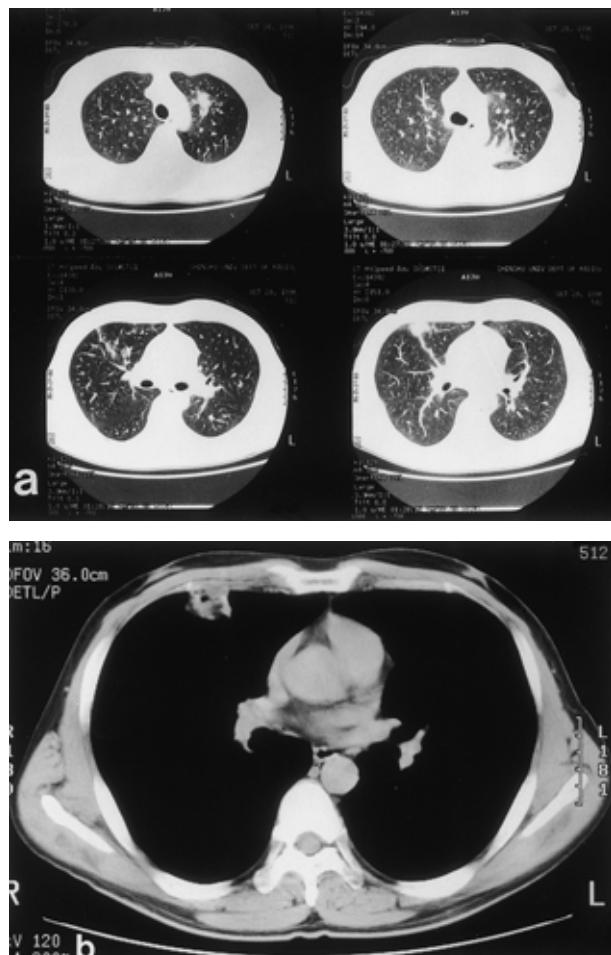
a, 2 b Chest computed tomographic scan on admission revealed infiltration with air bronchogram in the right middle lung field and left upper lung field, and a mediastinal mass with cavity formation.
